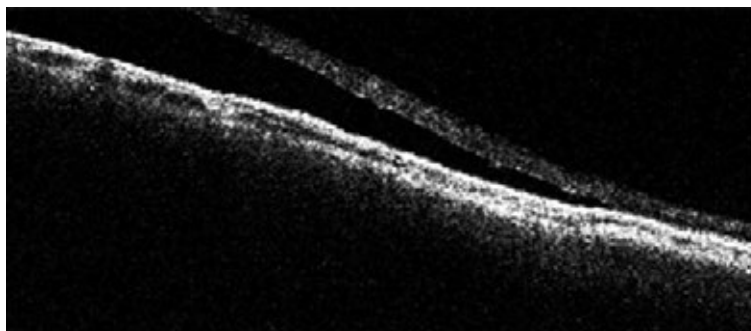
Отслойка сетчатки, отдифференцированная от ретиношизиса оптической когерентной томографией
